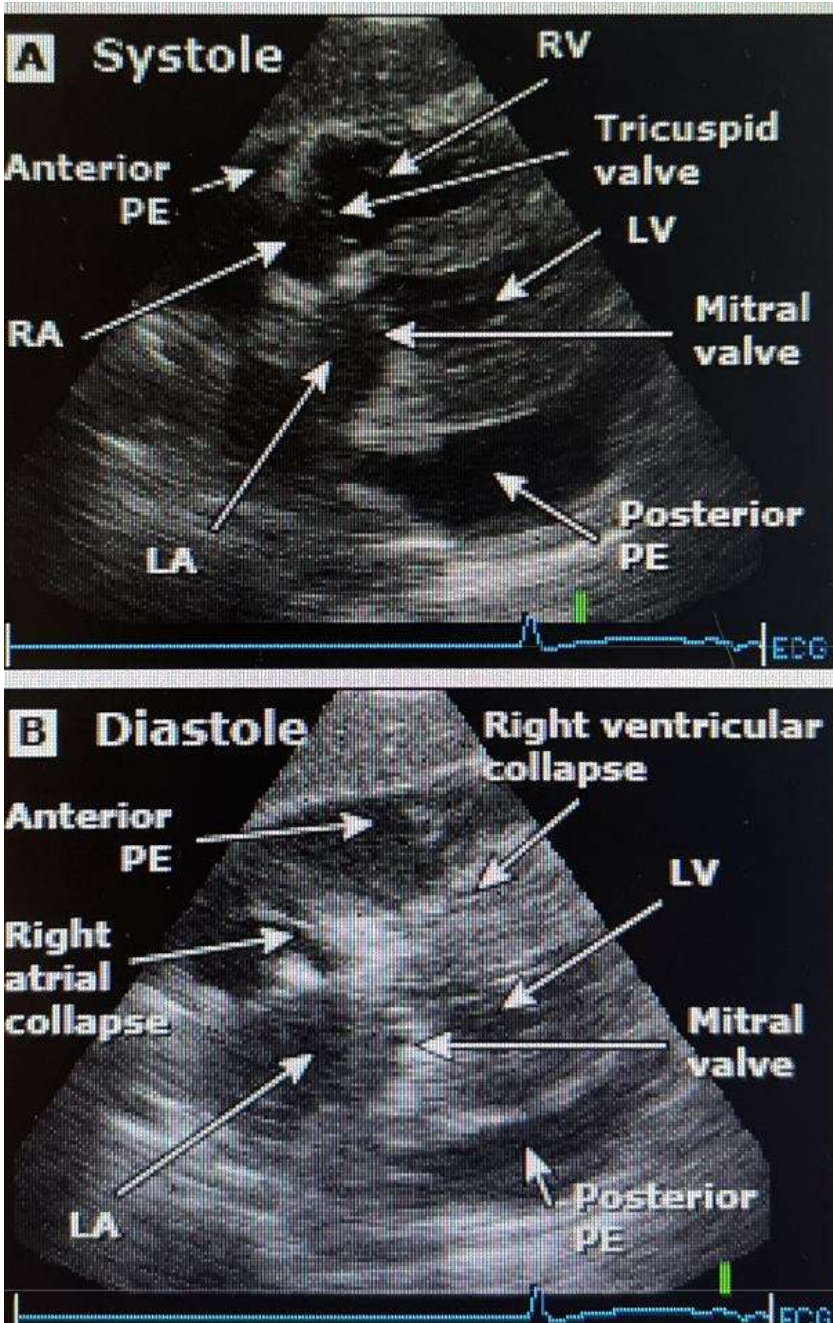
Visualización de derrame pericárdico/ taponamiento pericárdico en ecocardiografía
